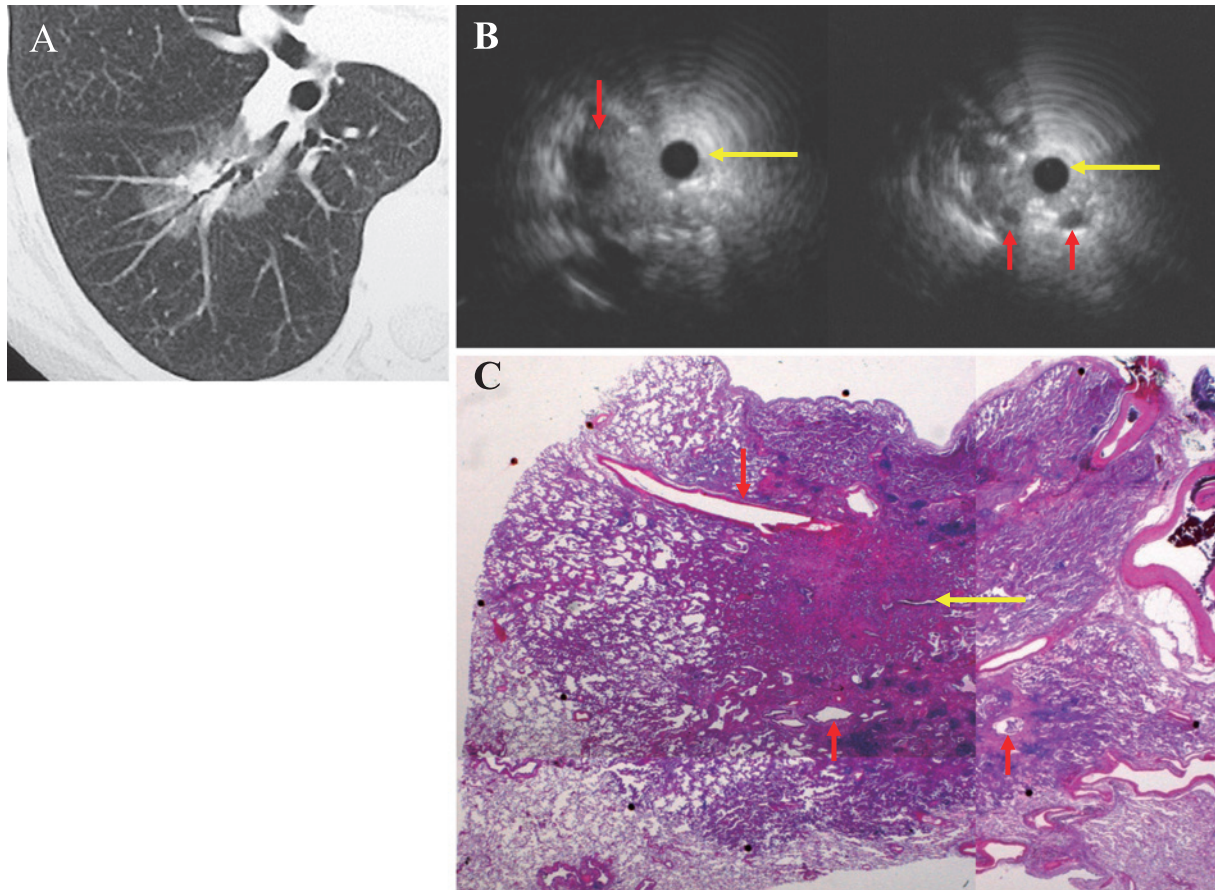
A representative peripheral lesion (well differentiated adenocarcinoma). A: CT. B: EBUS. C: pathology.
